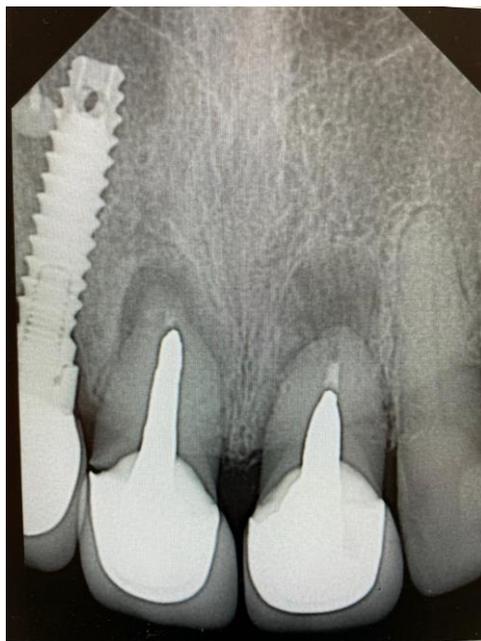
Radiografía periapical superior OD. 11 y 21 con lesión periapical
